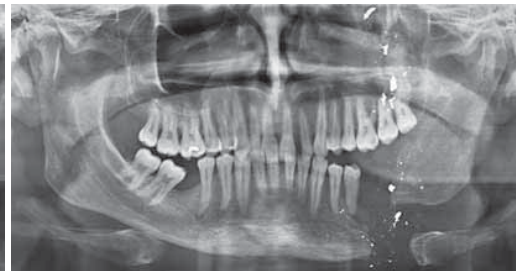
Ортопантомограмма. Дефект нижней челюсти слева вследствие огнестрельного ранения, множественные тени металлических осколков
